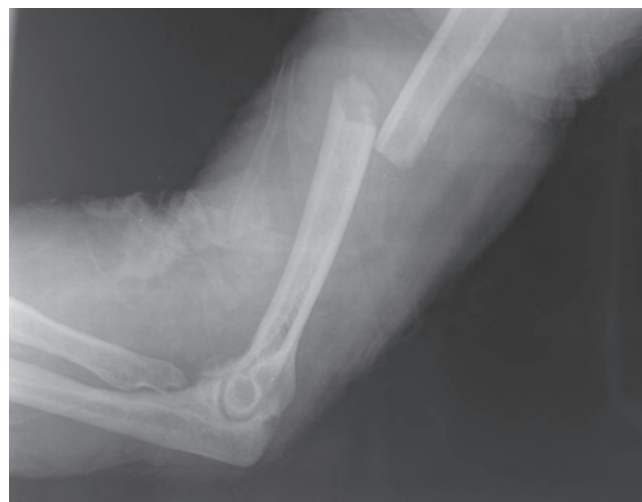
Рентгенограмма левой плечевой кости при поступлении
